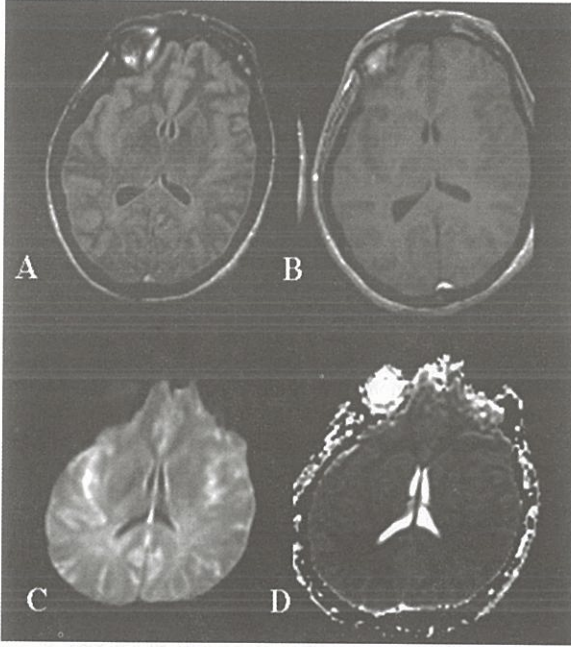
Crutzfeld-Jacob hastalığı olan 69 yaşındaki erkek hasta progresif ataksi ve artan unutkanlık şikayetleri ile başvurdu. Bazal ganglionlarda FLAIR (A) ve İsootropik DMRG (B) görüntülerinde sinyal artışı; ADC (C) haritasında sinyal azalması görülmekte.*
